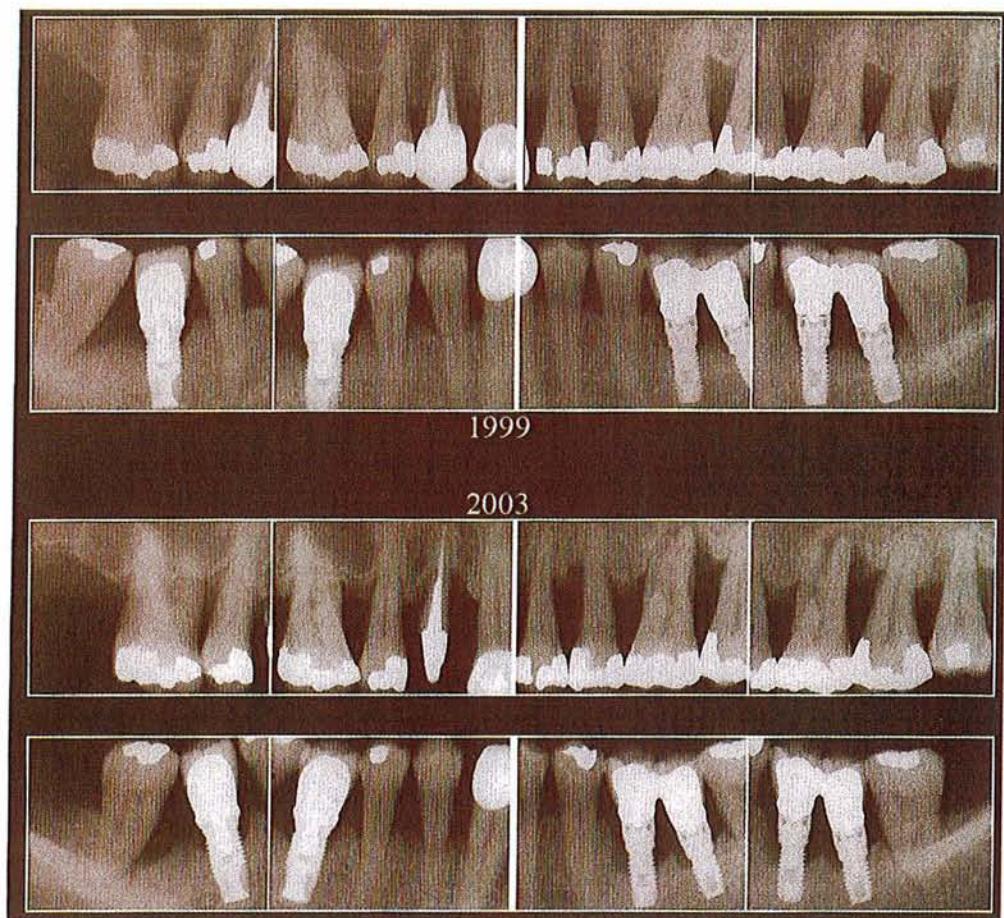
Image radiographique de péri-implantite autour des implants, 4 ans après leur mise en fonction, chez un patient fumeur et PST+ présentant une parodontite réfractaire (23).
